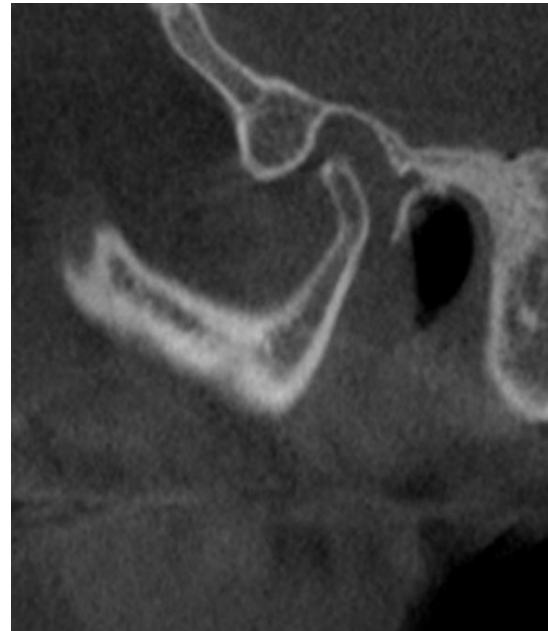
Condil mandibular subțire aplatizat postero-anterior. Secțiune sagitală CBCT.
